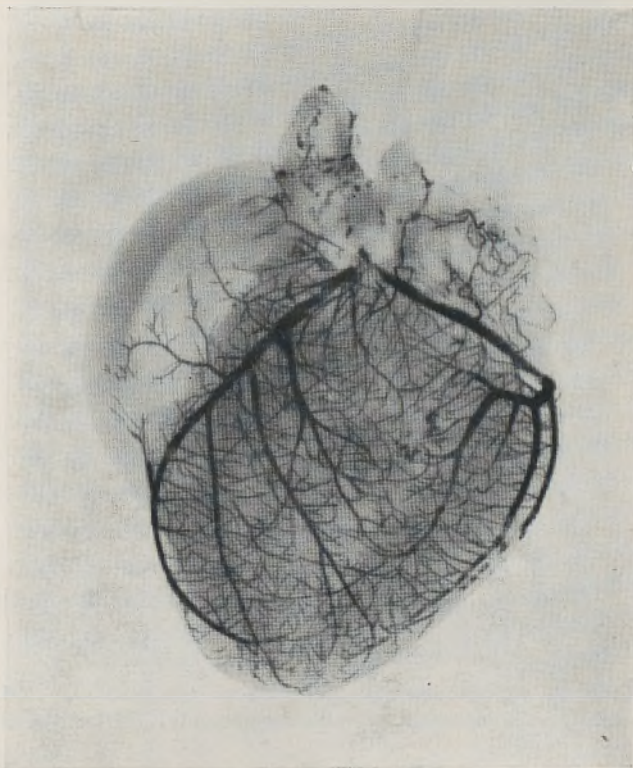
Repleção e radiografia da coronária cardíaca esquerda do *Canis familiaris* (Obs. 18). Radiografia ântero-posterior.
